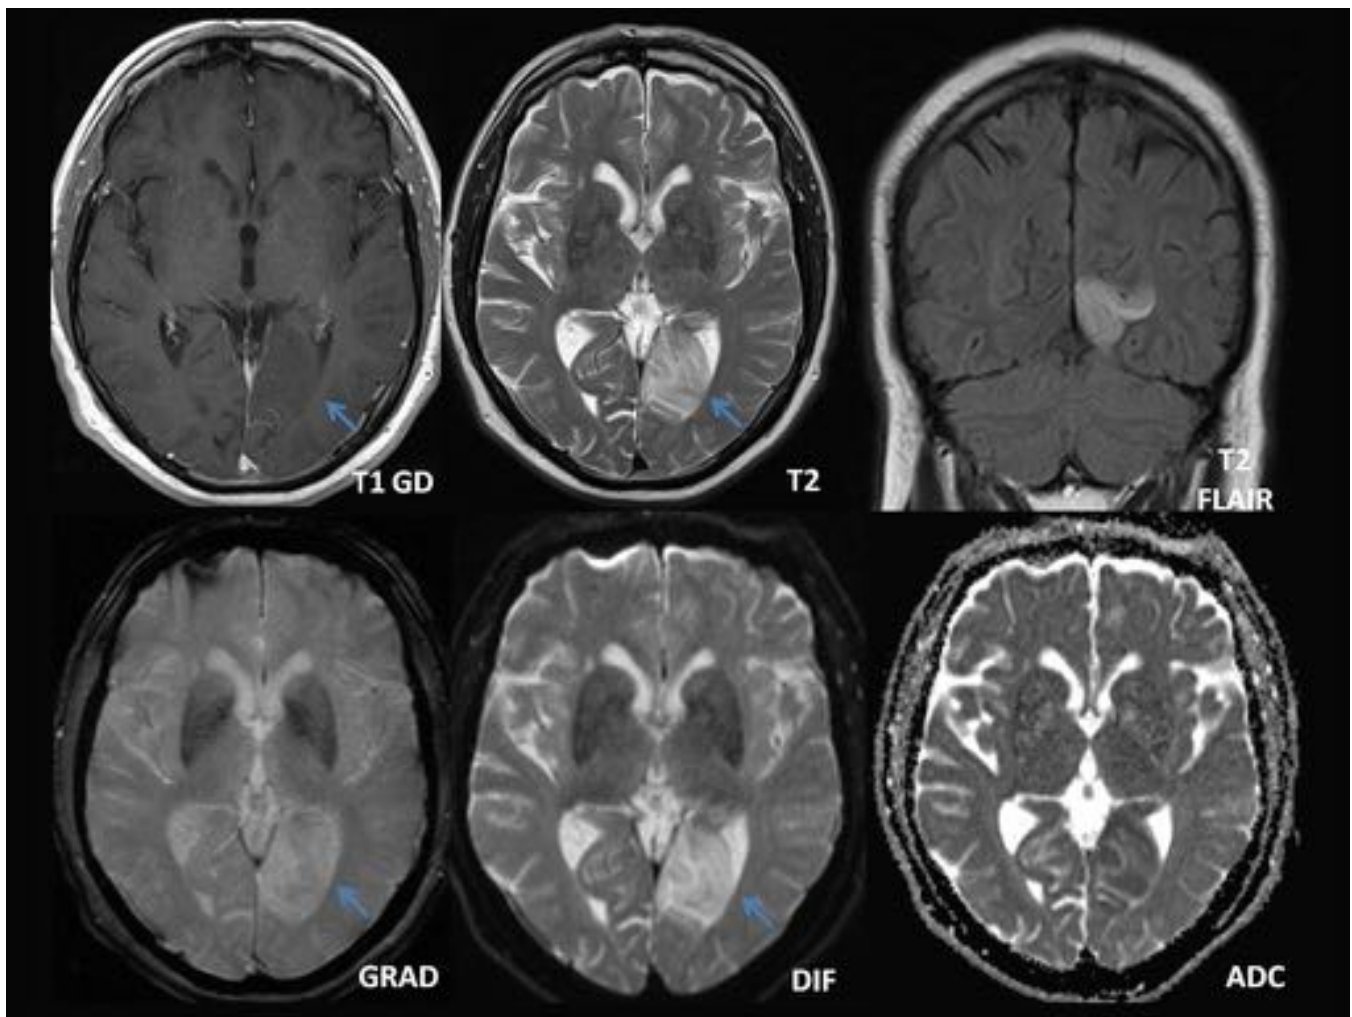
Se realiza RMN cerebral ante persistencia de sintomatología clínica: Se visualiza Infarto isquémico agudo (flechas) (con restricción de la difusión) occipital inferomedial izquierdo, sin signos de transformación hemorrágica.
